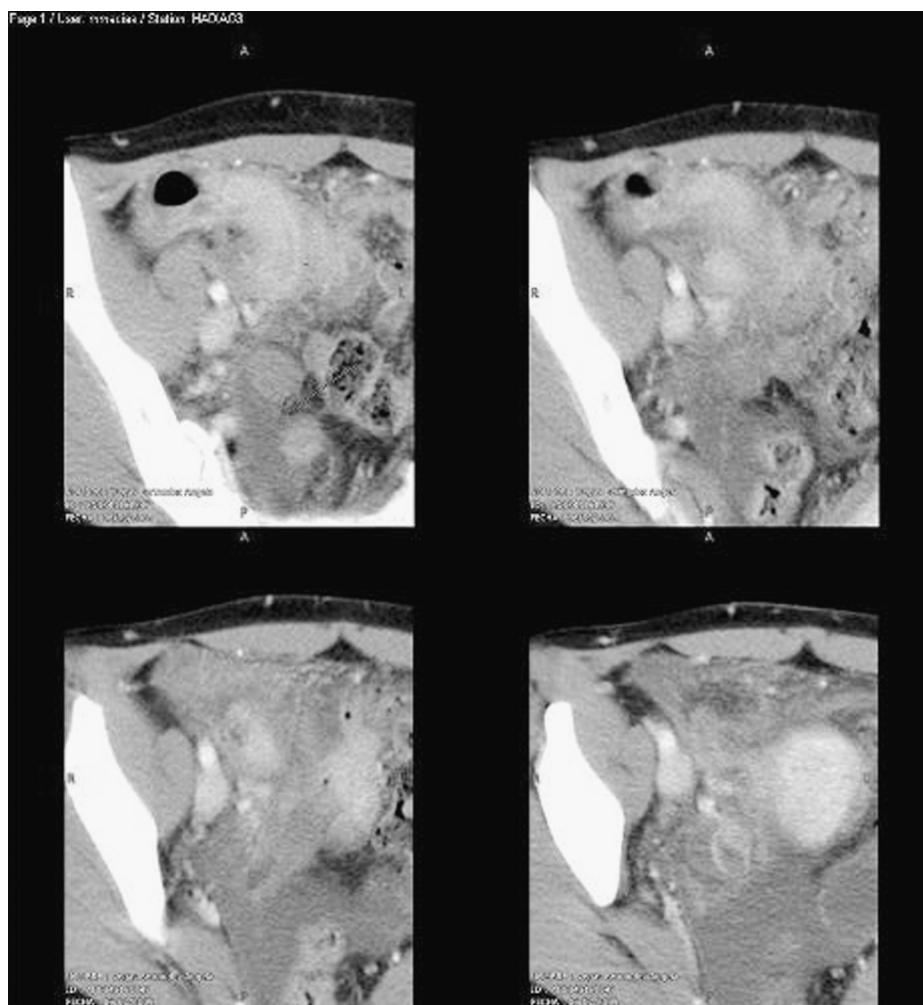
TC abdominopélvica que muestra cambios inflamatorios en íleon distal y ciego, así como cambios inflamatorios significativos en la grasa pericolónica.
